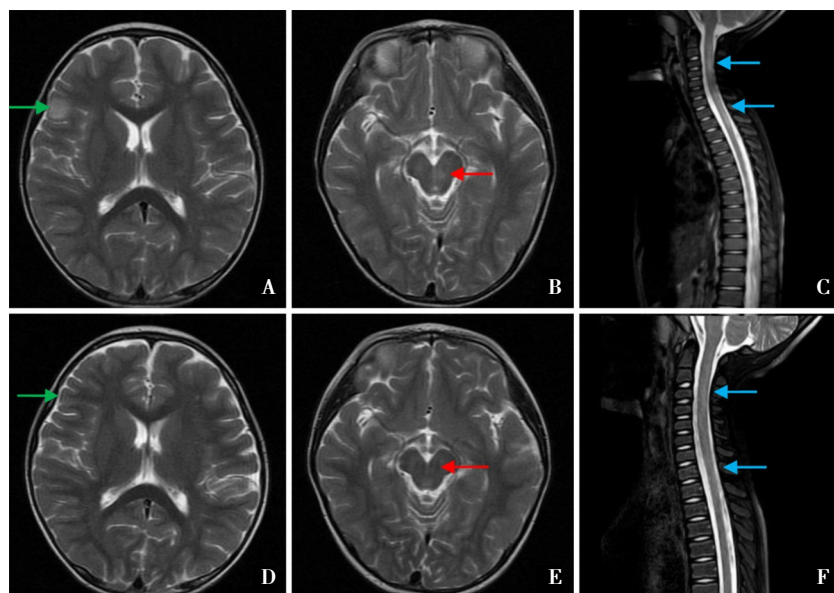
1 例 GFAP-A 患儿治疗前后的头颅及脊髓 MRI 对比 男, 3 岁 7 月龄, A~C 为患儿入院时右侧额叶 (绿色箭头)、中脑 (红色箭头) 和 C2—C4、C6—T2 (蓝色箭头) 的 T_2 WI 高信号病变; D~E 为治疗后 2 个月复查的 T_2 WI 图像, 提示原病变明显吸收好转。
